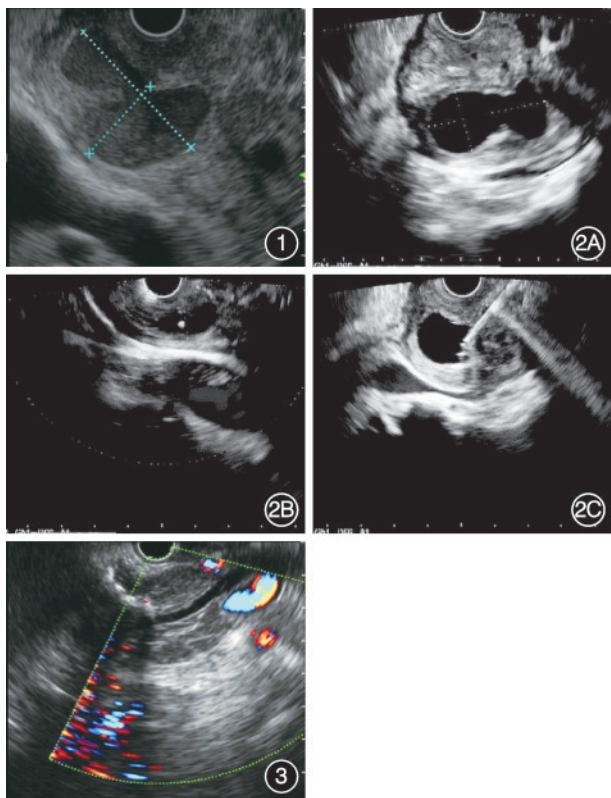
入院前超声内镜检查提示胰头钩突与十二指肠肠壁之间可见一囊性病变 图2 入院后复查超声内镜 2A:胰腺与十二指肠间可见一囊性病变,囊肿截面大小3.02 cm×1.46 cm,囊肿与胰管相通;2B:胰腺钩突部胰管扩张,内可见高回声病变,伴声影;2C:于囊性病变处行超声内镜引导下细针抽吸术,抽取褐色液体2.8 mL后可见囊肿缩小 图3 术后6个月后复查超声内镜未见胰管明显扩张,胰管内未见高回声影
